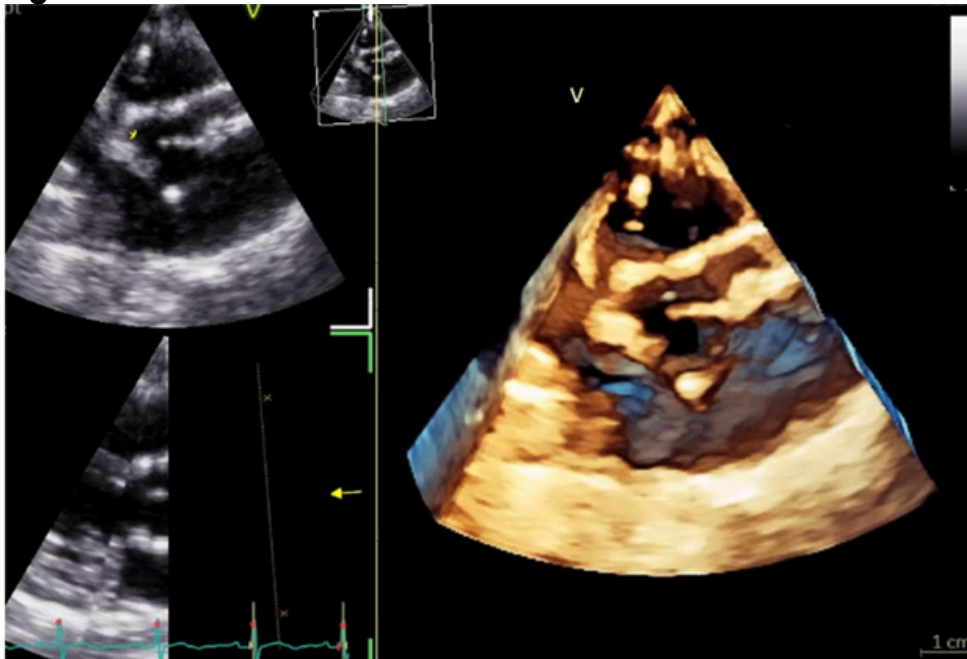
Ecocardiografía transtorácica tridimensional a nivel de la válvula aórtica y coronarias dilatadas.
